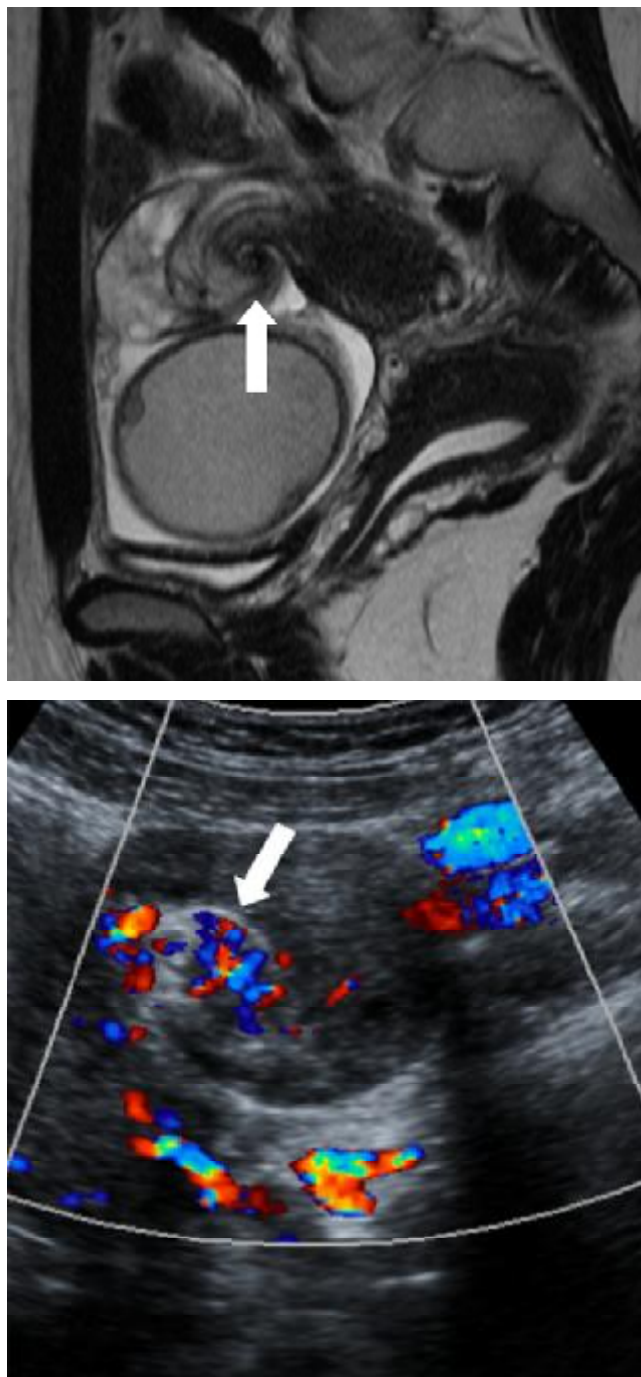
IRM et doppler correspondant d'une patiente de 14 ans qui avait consulté pour des douleurs pelviennes aiguës. La laparoscopie avait retrouvé une torsion d'une trompe dilatée œdémateuse remplie de sang.
